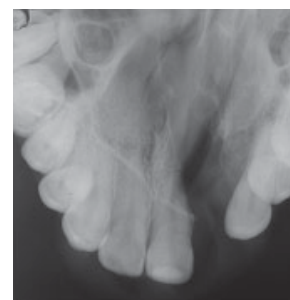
Интраоральная рентгенография верхней челюсти «вприкус». Определяется левосторонний дефект альвеолярного отростка верхней челюсти, который имеет неправильную форму, располагается между зубами 2.1–2.3 и распространяется на твердое небо. Положение соседних зубов не изменено
